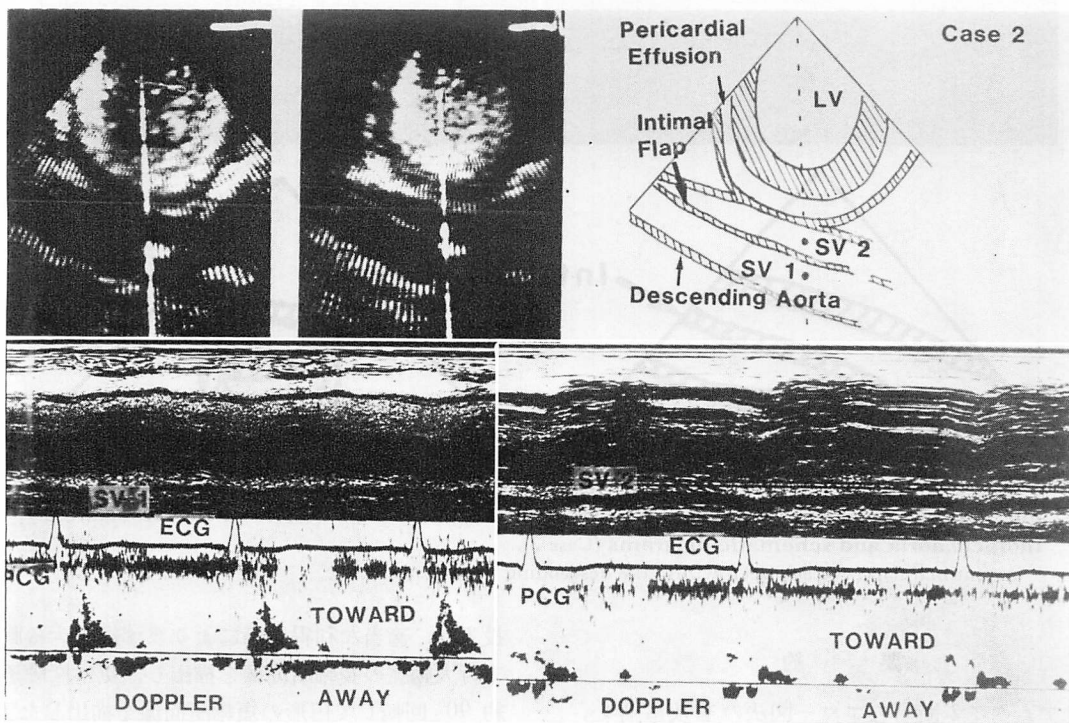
Pulsed Doppler flow signals from the parasternal short-axis apical view (Case 2).
